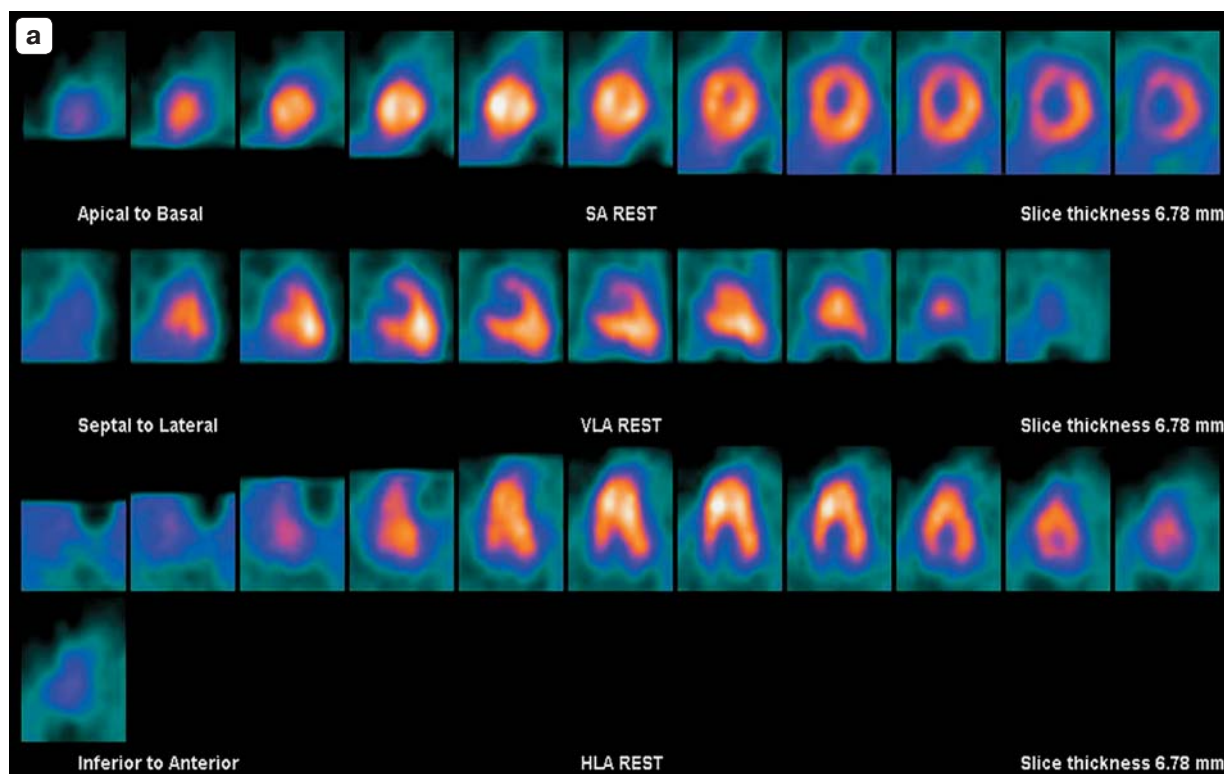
Перфузионные сцинтиграммы миокарда (в покое). а – оценка накопления радиофармпрепарата в миокарде по трем осям (короткой – верхний ряд, длинной вертикальной – средний ряд, длинной горизонтальной – нижний ряд) демонстрирует неравномерное утолщение миокарда ЛЖ от верхушки до средних отделов.
